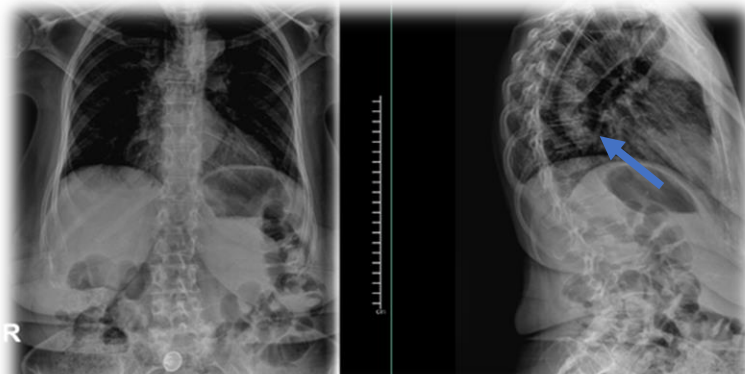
Radiografía AP y Lateral fractura acúñamiento vértebra T7
